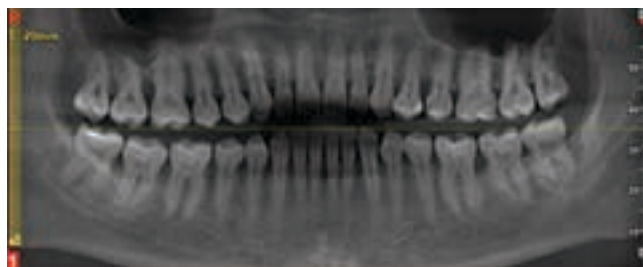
Рентгенологическое исследование. Выраженная утрата костной ткани в области передней группы зубов верхней челюсти
